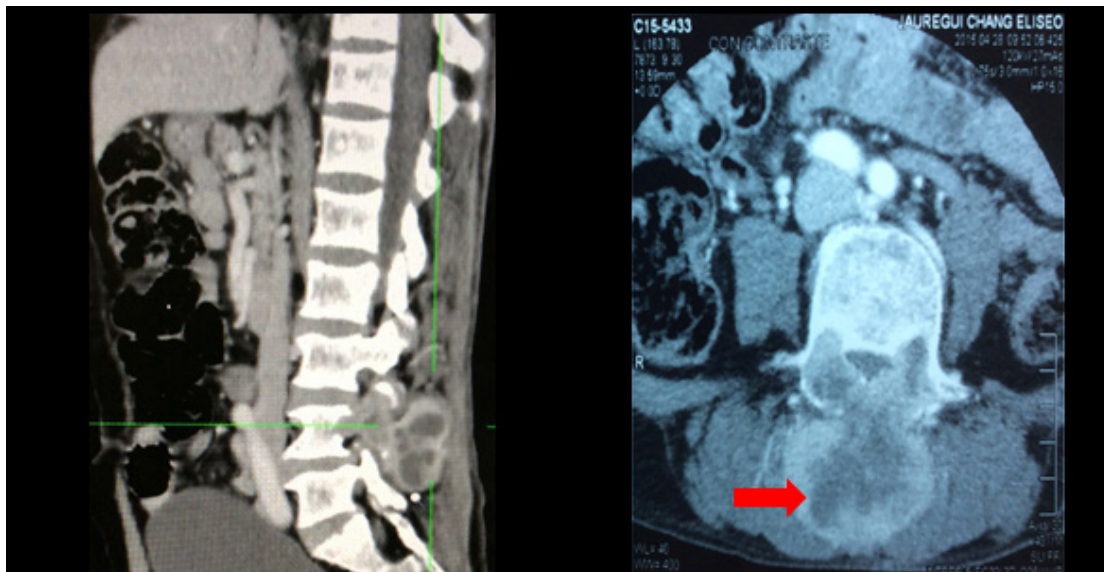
Tomografía de columna lumbosacra, muestra lesión neoformativa a nivel L4 patrón de camisetado de jugador de rugby.
